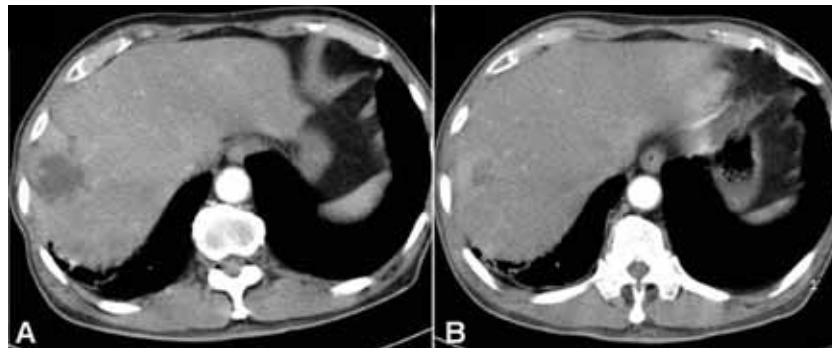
(A) Abdominal CT scan reveals about 3 cm sized lobulated liver abscess in segment 8. (B) Follow up abdominal CT scan after two months shows decreased size of liver abscess.
